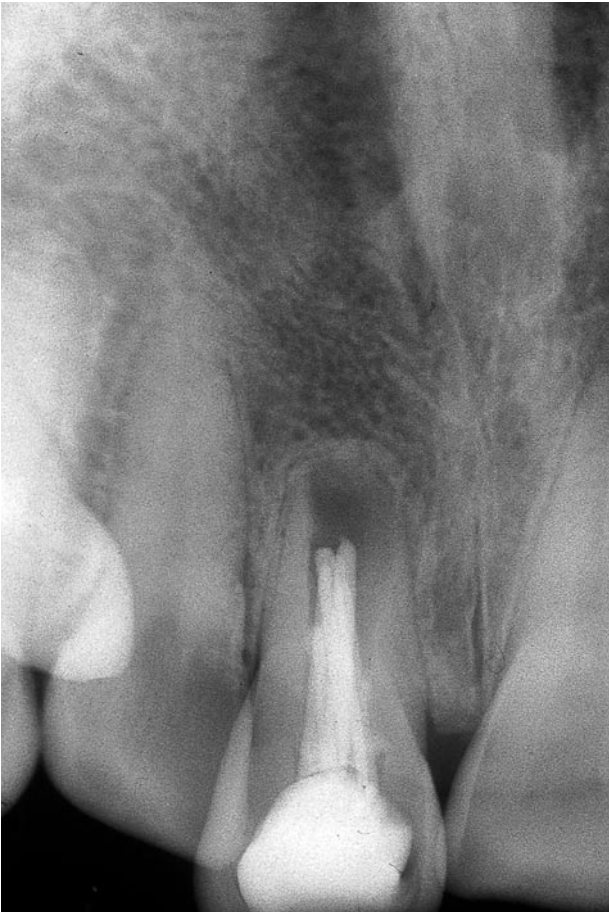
Radiografía periapical de incisivos centrales superiores de diagnóstico preoperatorio.
